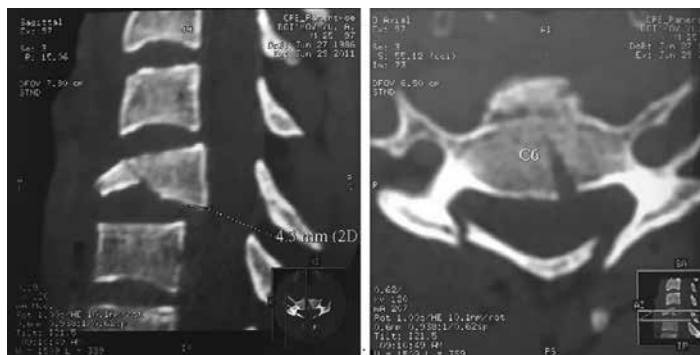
Компьютерная томография пациента Б. при поступлении
